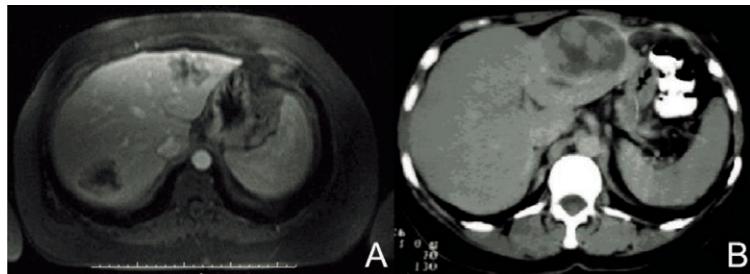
(A) Ressonância nuclear magnética que evidencia metástases hepáticas sincrônica por câncer de reto baixo e (B) tomografia computadorizada que evidencia hepatocarcinoma
